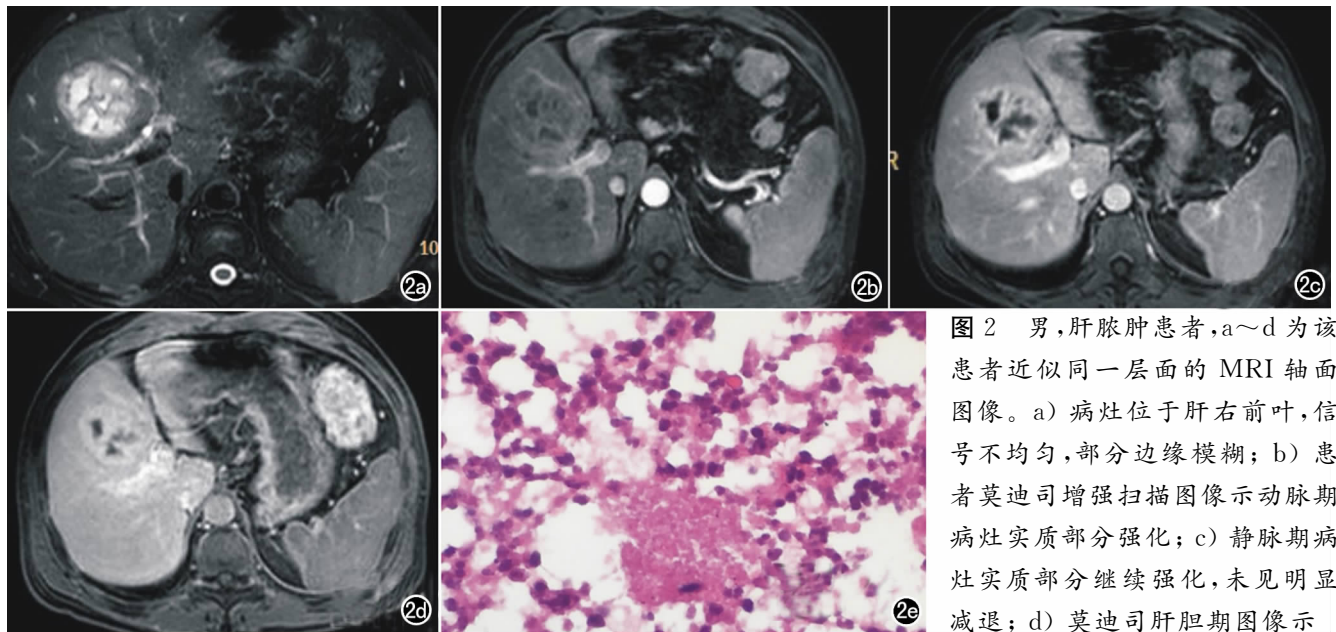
男,肝脓肿患者,a~d 为该患者近似同一层面的 MRI 轴面图像。a) 病灶位于肝右前叶,信号不均匀,部分边缘模糊;b) 患者莫迪司增强扫描图像示动脉期病灶实质部分强化;c) 静脉期病灶实质部分继续强化,未见明显减退;d) 莫迪司肝胆期图像示
